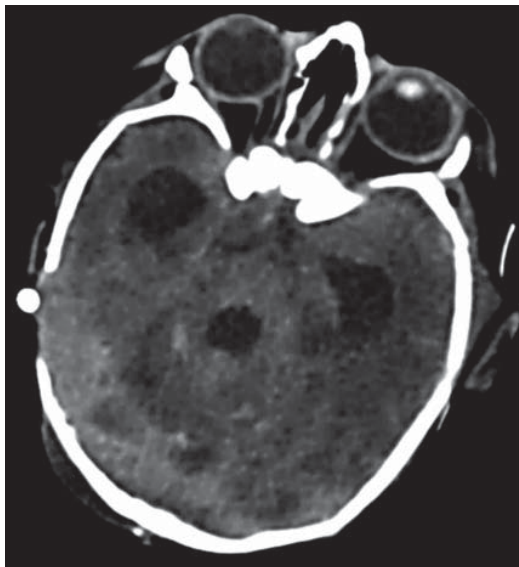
Tomografía axial computarizada de cráneo, posterior al drenaje quirúrgico (12 días), con disminución del hematoma subdural y persistencia de la dilatación ventricular.
